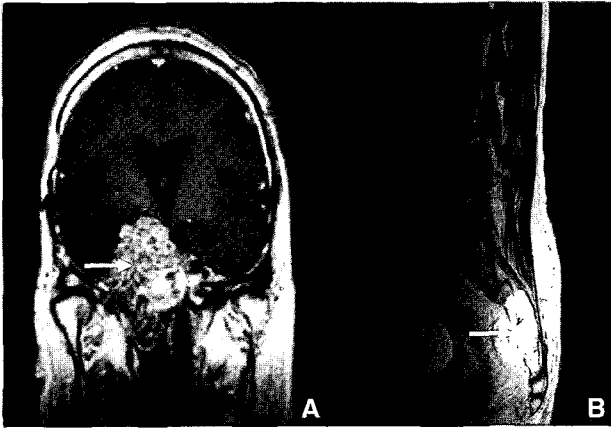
MRI view of (A) case 2 and (B) case 3. MRI reveals a 10cm-sized mass in clivus(A, white arrow) and a huge mass in sacrum(B, white arrow).
